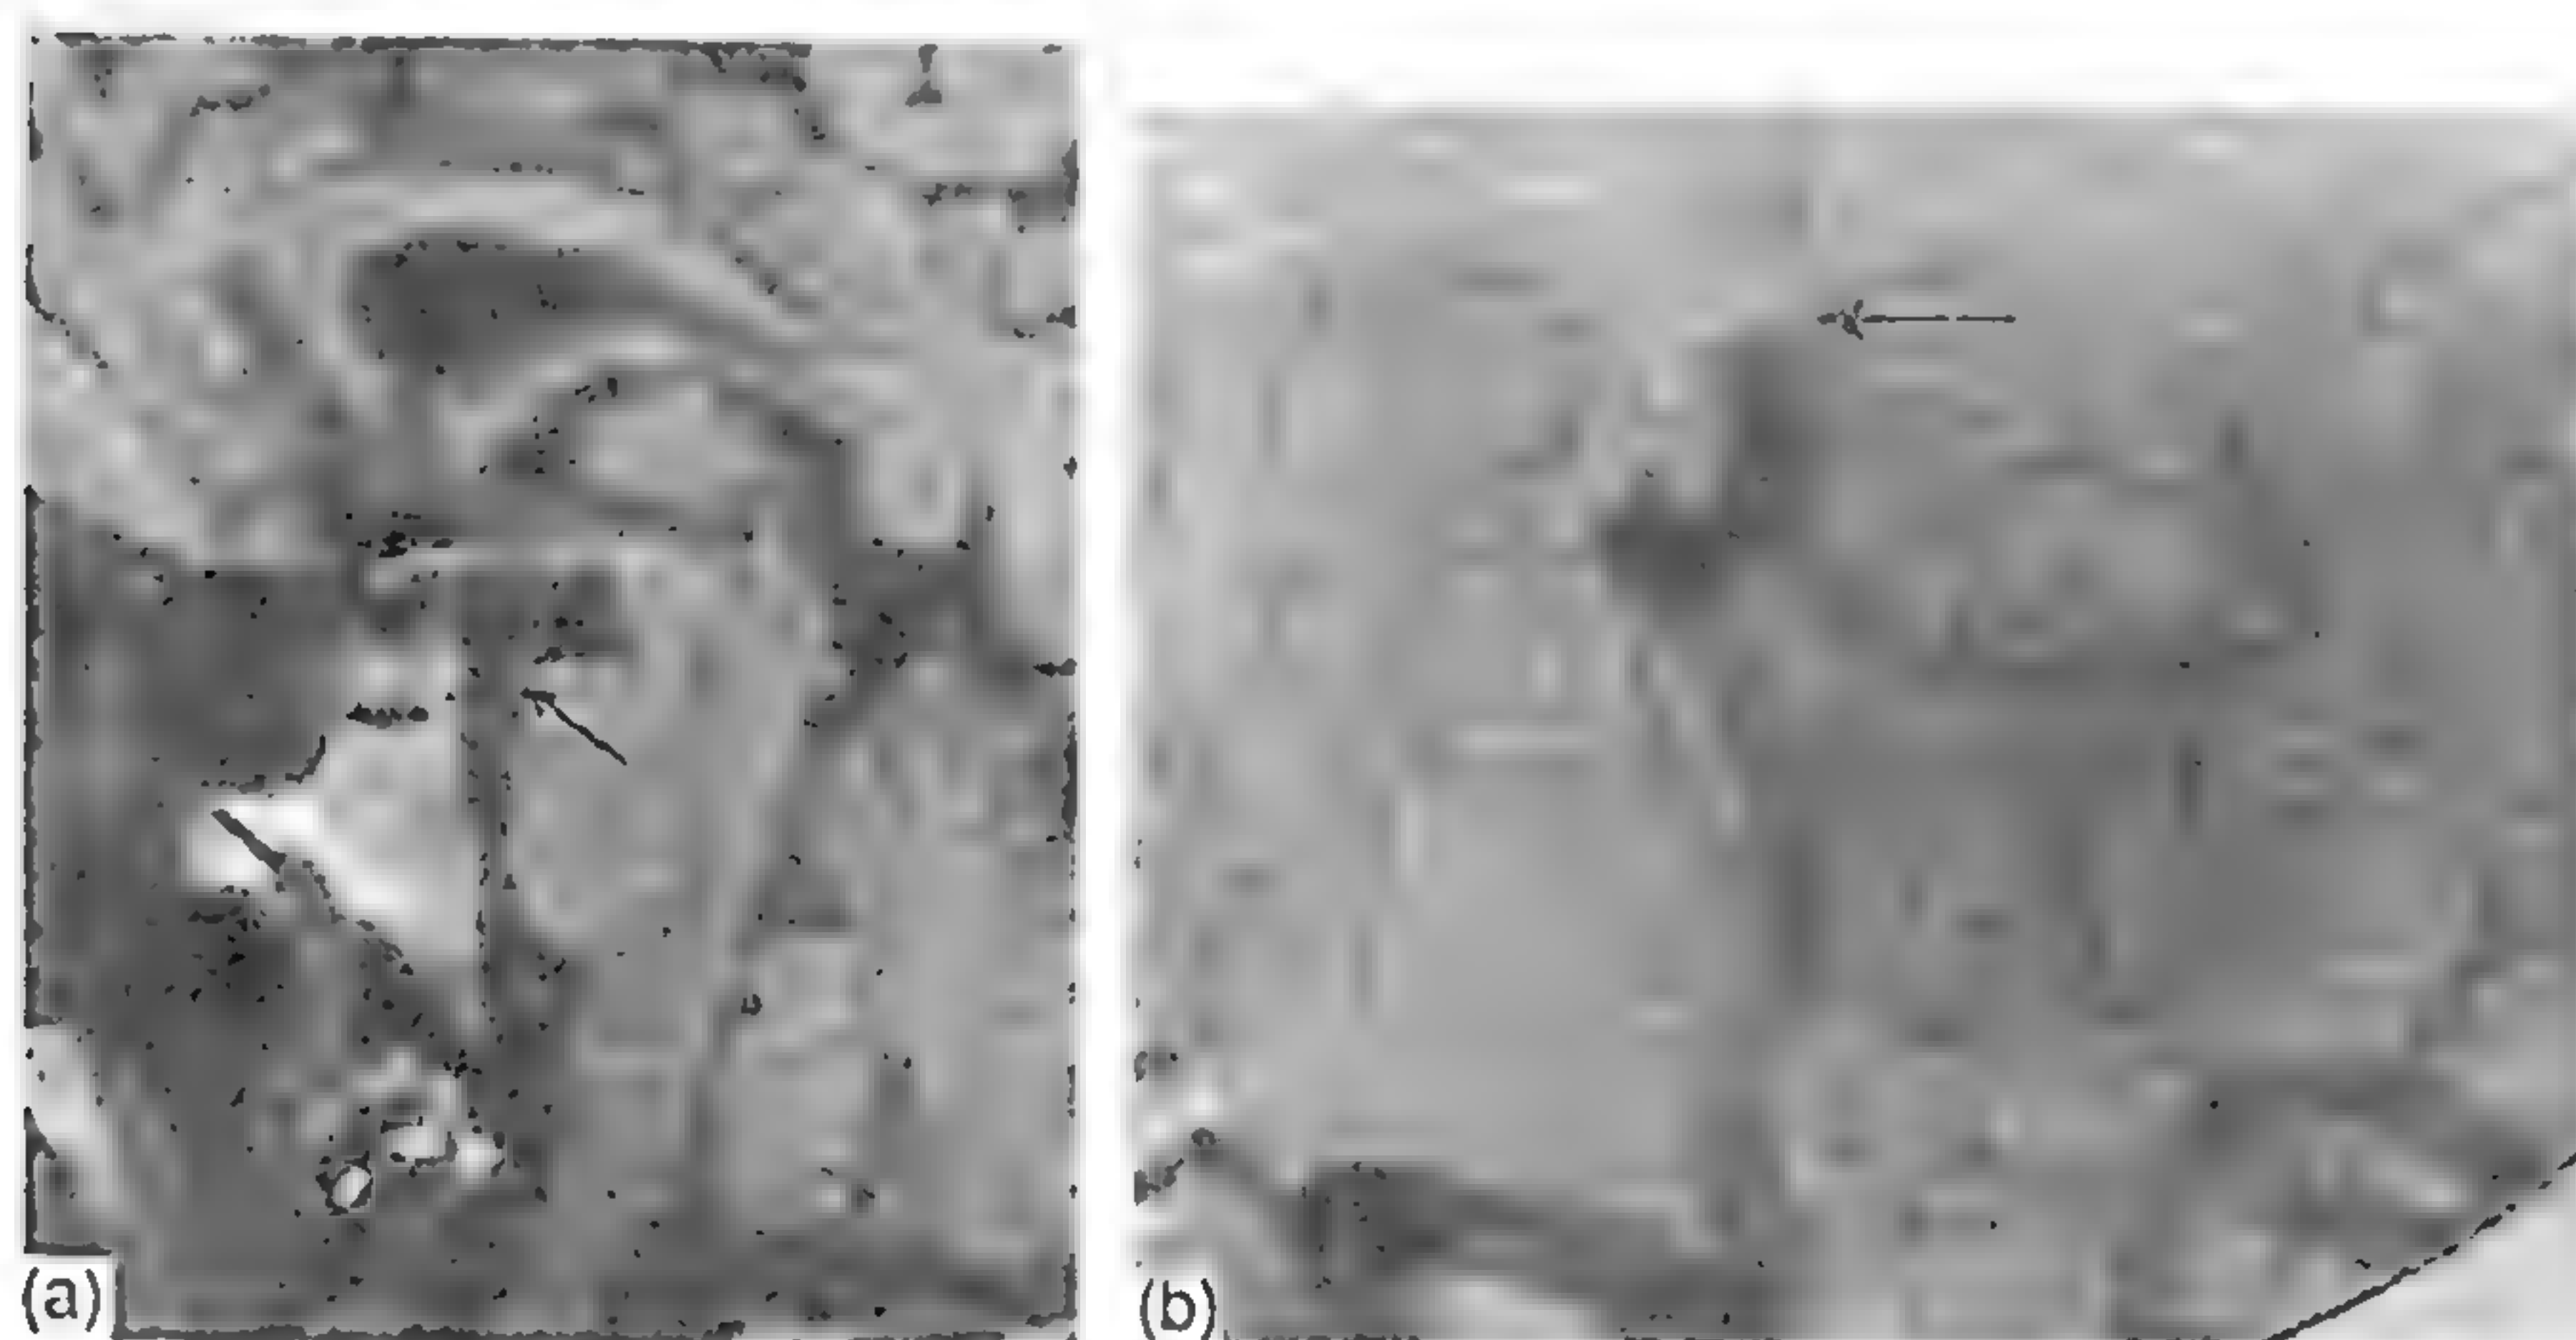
a* - Imagine RMN ponderată în T<sub>1</sub> arătând o creștere de semnal (săgeată) datorită trombozei arterei bazilare terminale. *b* - Substracție digitală a circulației posterioare, arătând ocluzia completă a arterei bazilare distale imediat deasupra originii arterei cerebeloase inferioare (săgeată).
